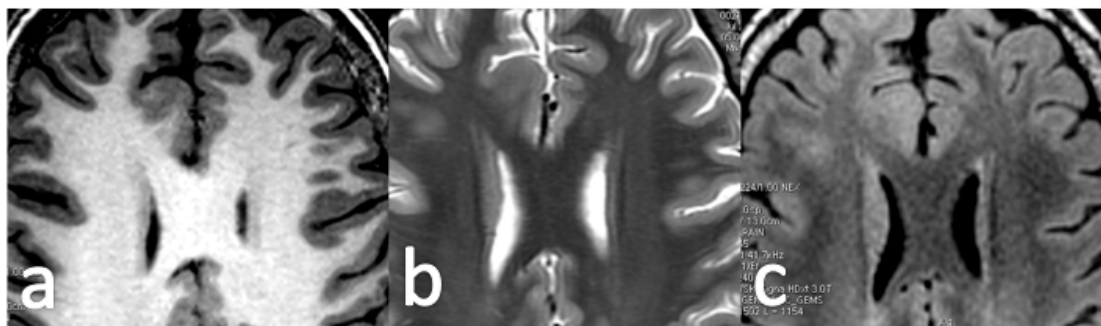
Engrosamiento cortical. Pequeña displasia cortical frontal medial derecha donde se observa engrosamiento ligeramente irregular de la corteza, con señal isointensa en las secuencias T1 (a), T2 (b) y FLAIR (c).
